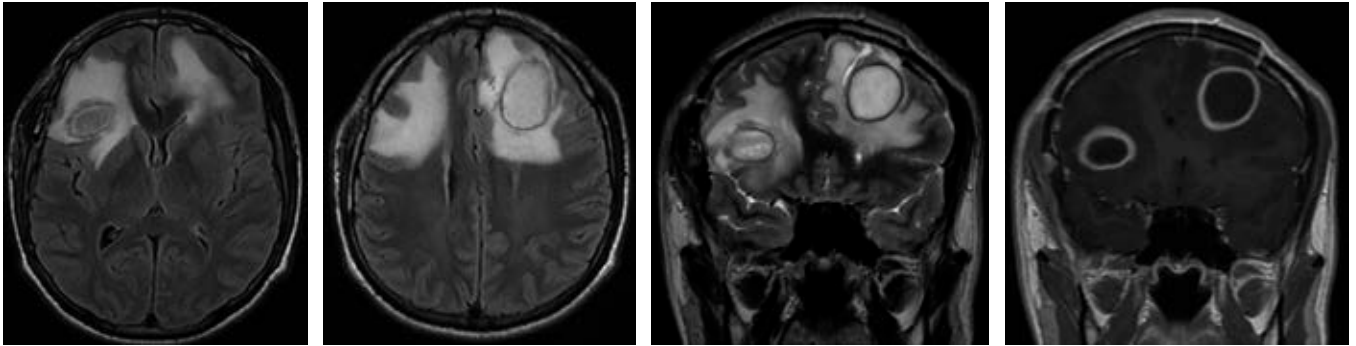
Well-defined round intra axial lesions T1 hypointense and T2 hyperintense in the right and left frontal subcortical white matter; the lesions have a thick wall with dual rim sign best seen on T2WI, ring enhancement in post-contrast T1 sequence and restricted diffusion on DWI images (low signal on ADC) associated with an important vasogenic perilesional edema.
